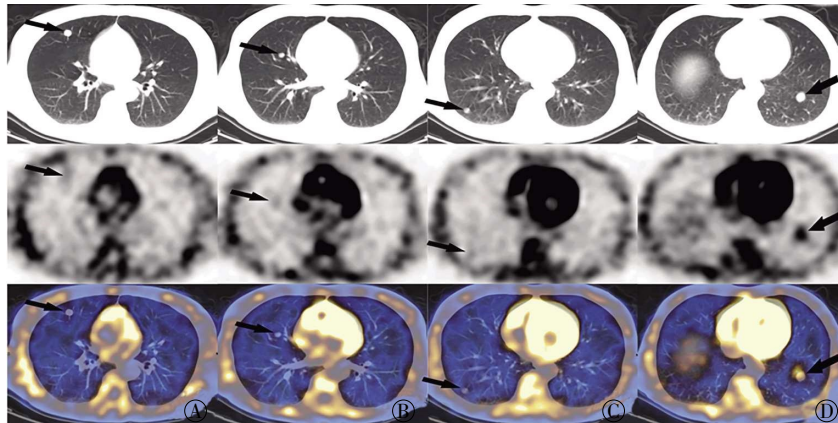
患者男性, 46岁, 延迟相 ^{99m}Tc -MIBI SPECT/CT显像图 图中, 箭头所示为双肺多发大小不等的结节, A~C: 结节边缘清楚光滑, 以中下肺野多见, 均可见不同程度放射性摄取; D: 较大的结节位于左肺下叶基底段, 直径约1.5 cm, 呈明显放射性浓聚, 以同一层面的正常肺组织作为本底, 其T/NT值约为7.4。
